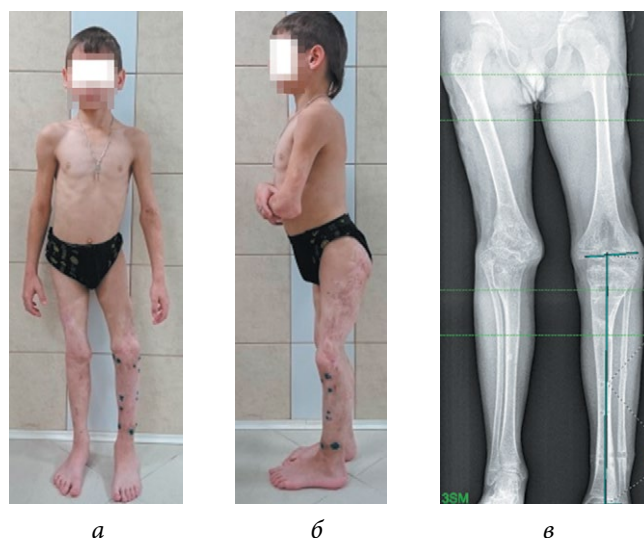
Фотографии (а, б) и рентгенограмма нижних конечностей (в) пациента К. после проведенного лече- ния. Рецидив вальгусной деформации правого колен- ного и остаточная варусная деформация левого колен- ного суставов
